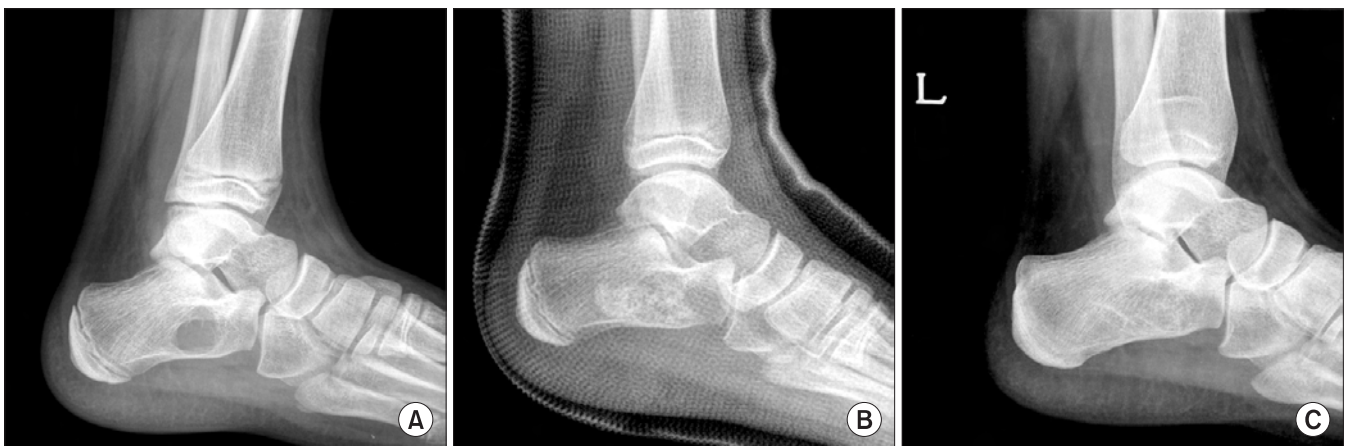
(A) Cystic lesion with well-defined margin in calcaneus was found accidentally after ankle sprain. (B) Cyst was diagnosed as simple bone cyst, filled with allograft chip bone graft. (C) Radiograph of 5 year follow-up showed consolidation of grafted bone post-operatively.
